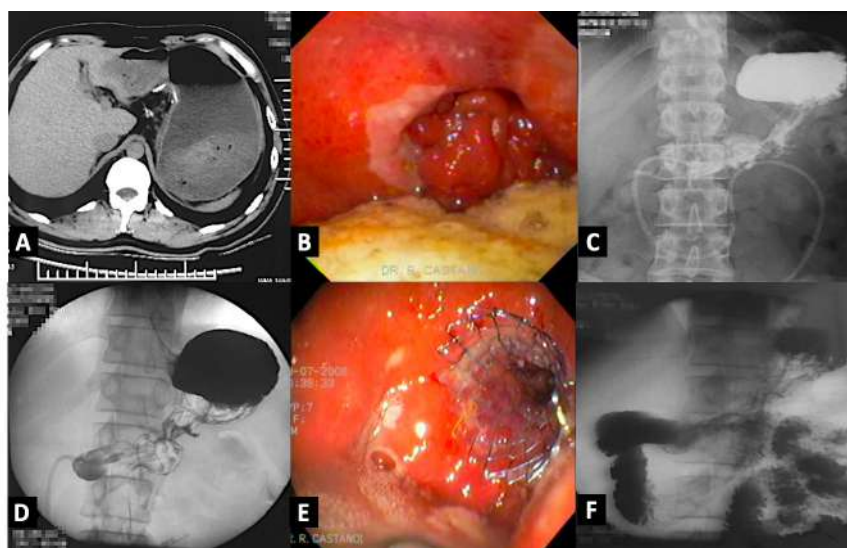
Paciente con gastrectomía con preservación de píloro por cáncer gástrico temprano. Evoluciona con náuseas y vómitos. A. TAC demuestra retención gástrica a las tres semanas de cirugía. B. Endoscopia con anastomosis y residuos gástricos sólidos, se deja sonda enteral avanzada. C. Serie digestiva contrastada con la sonda dejada en endoscopia. D. Contraste gástrico dos semanas después del estudio baritado. E. Paso de *stent* gastroduodenal. F. Vaciamiento gástrico por el *stent* retirado a las 16 semanas.
